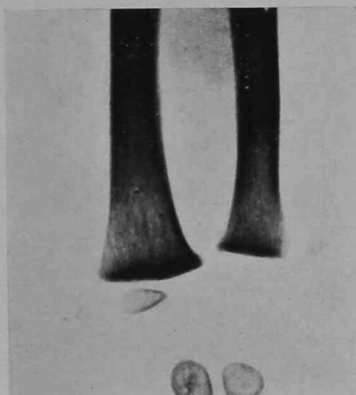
Radiografía obtenida en supinación. Imagen normal del cúbito. El mismo caso de la figura 1.
